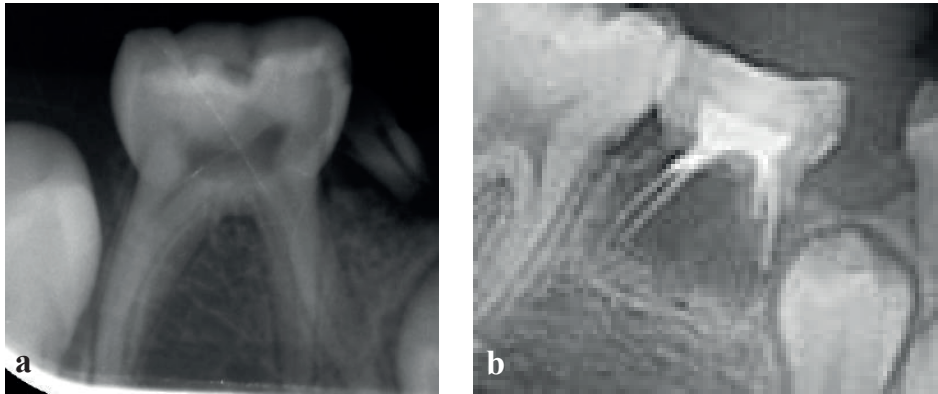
2 yıllık kontrol. a. Başlangıç radyografisi. b. Başarılı bir kök kanal tedavisi
